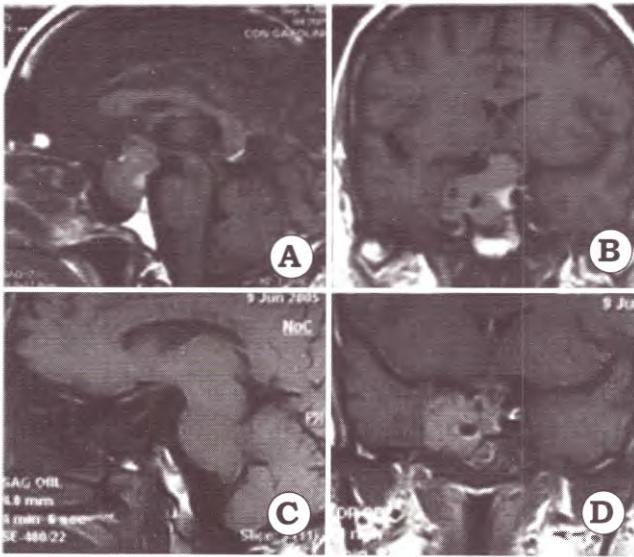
A y B: Cortes sagital y coronal de IRM en secuencia T1 con contraste que muestra un macroadenoma de hipófisis con realce heterogéneo e invasión del seno cavernoso derecho. C y D. Cortes sagital y coronal de la IRM postoperatoria en la misma secuencia, donde se observa un remanente tumoral en el seno cavernoso derecho
